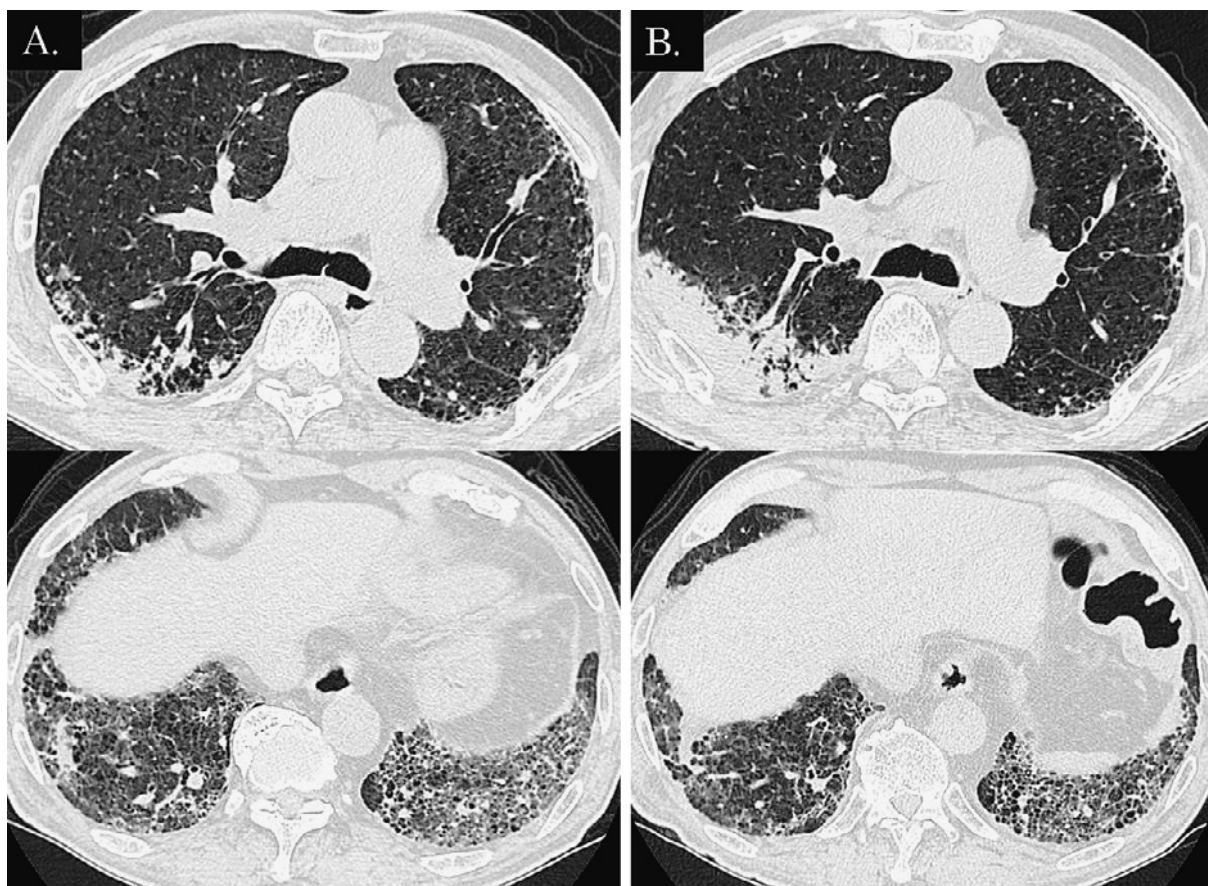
A. High-resolution computed tomography before treatment of systemic sclerosis. Reticular shadows were observed predominantly in the dorsal basal segments of the bilateral lungs, and centrilobular low-attenuation areas were also observed predominantly in the bilateral upper lobes. Small consolidation was observed in the subpleural area of the right upper lobe. B. High-resolution computed tomography after four weeks of treatment of systemic sclerosis. The non-segmental consolidation with air bronchogram had expanded into the subpleural area of the right upper lobe.
